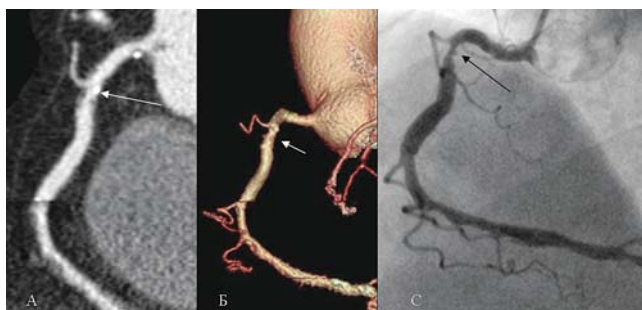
Пациент 57 лет, поступил с жалобами появления боли за грудиной при физической нагрузке. При выполнении МСКТ-коронарографии с построением криволинейной мультипланарной (А), объемной реконструкций (Б), в проксимальном сегменте правой коронарной артерии определяется субтотальный стеноз за счет мягкой циркулярной бляшки (стрелки). При проведении коронарографии (С) пациенту была выполнена БАП и имплантация коронарного стента в стенозированный участок правой коронарной артерии.
